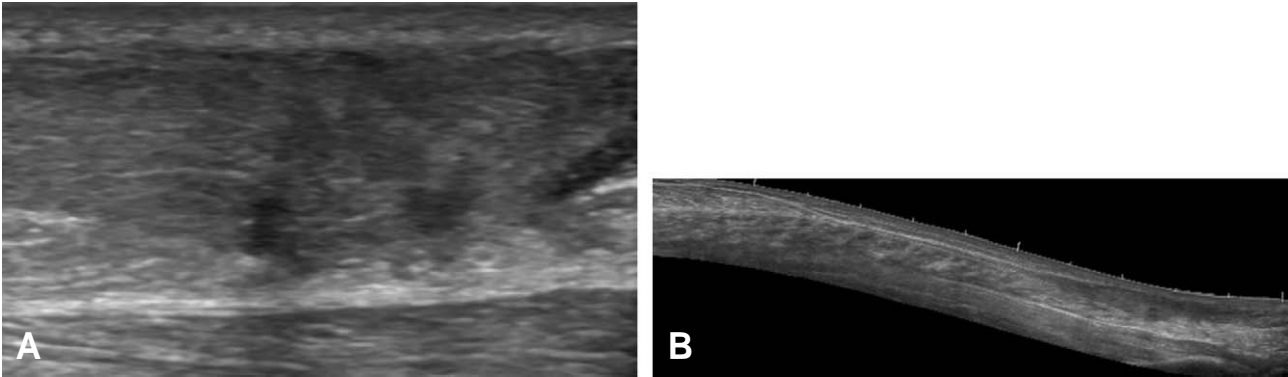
(A, B) Ultrasonographic findings after 3 months show good tendon continuity and healing.
